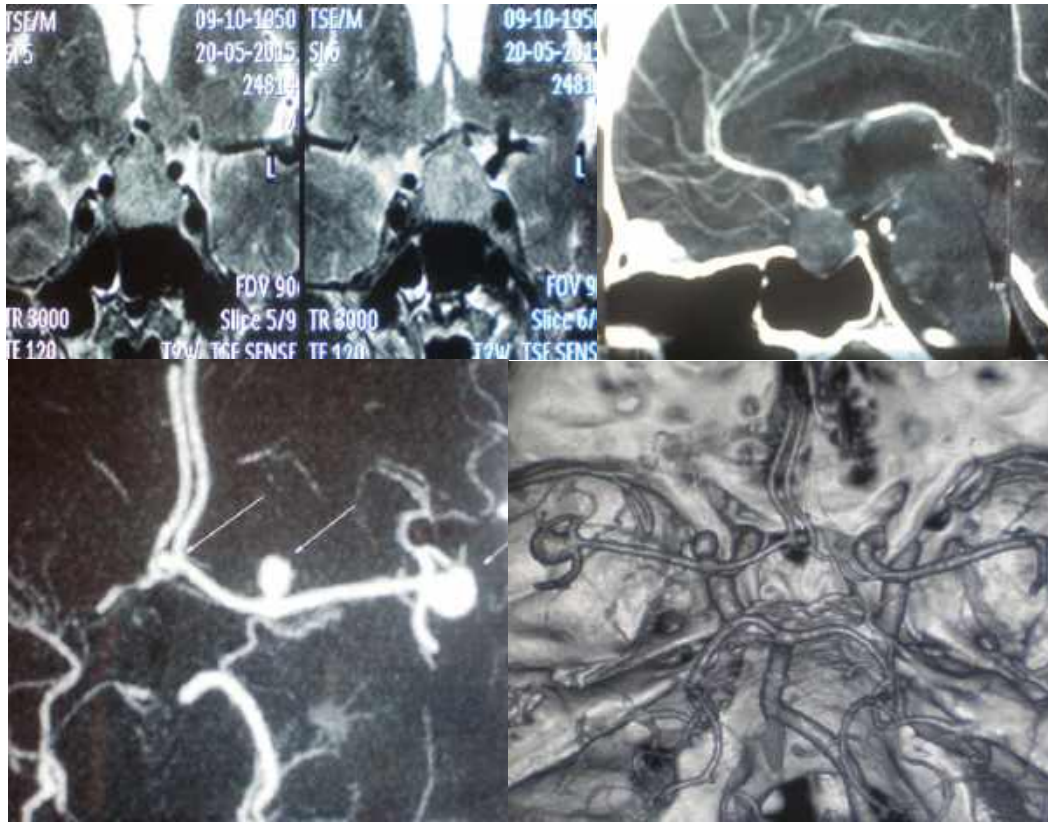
Хворий Л-й, 65 років (Спостереження із групи порівняння (не оперована інциденталом) історія хвороби №154789). МРТ, МСКТ-АГ, МСКТ-3D реконструкція Ендосупрапараселярний (ліворуч Кносп II-III) об'ємний процес (безсимтомна ГНАГ) та множинні АА ГМ.
